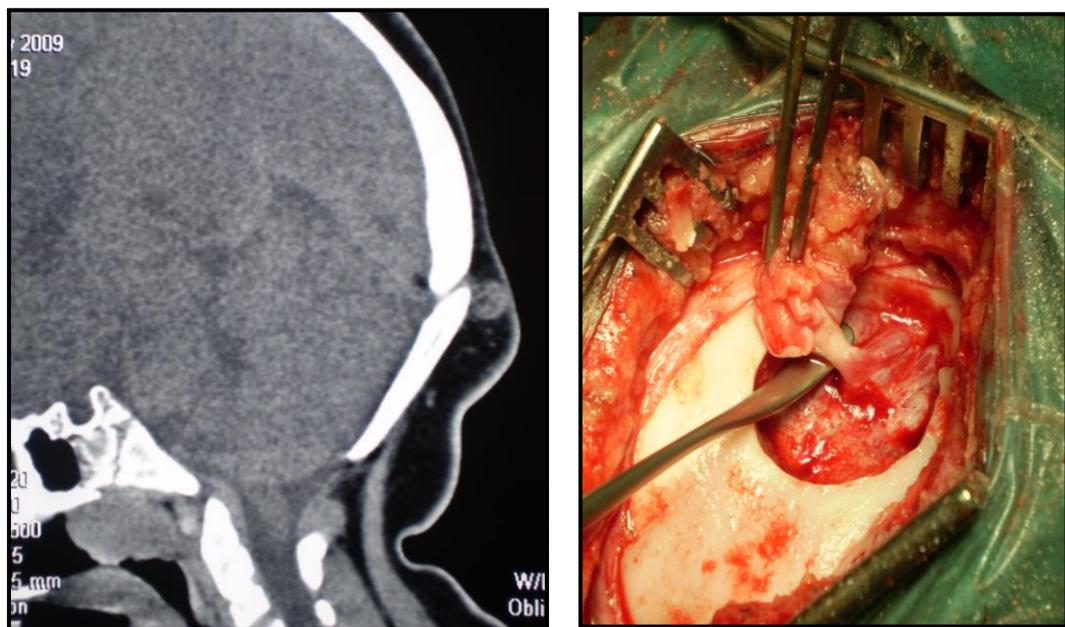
Seno dérmico craneal. Imagen en TC (izda) y operatoria (dcha.).
